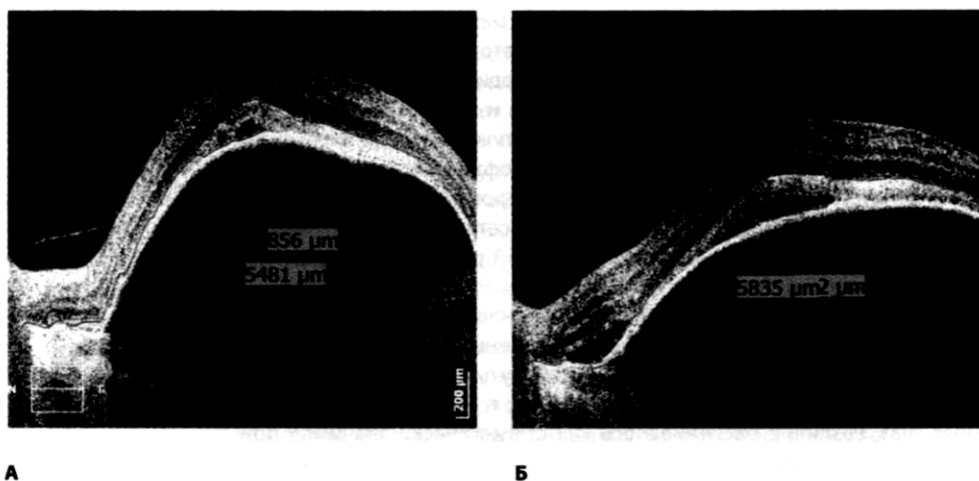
Томография макулярной зоны сетчатки пациентки Б.: А – до лечения, Б – после лечения препаратом Лютакс АМД плюс
